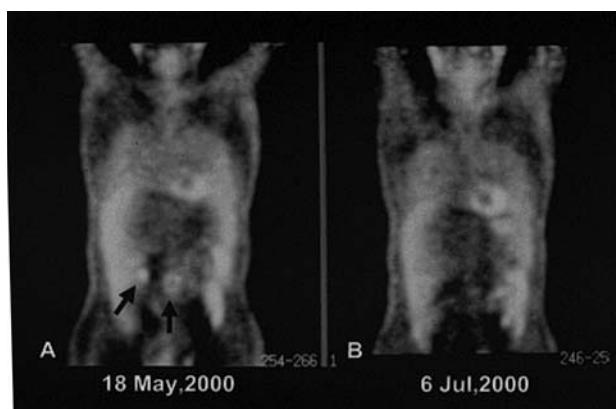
PET preoperatorio (A) y postoperatorio (B) en paciente con recidiva única ganglionar en mesocolon tras un año de cirugía resectiva de cáncer de colon derecho localmente avanzado.
